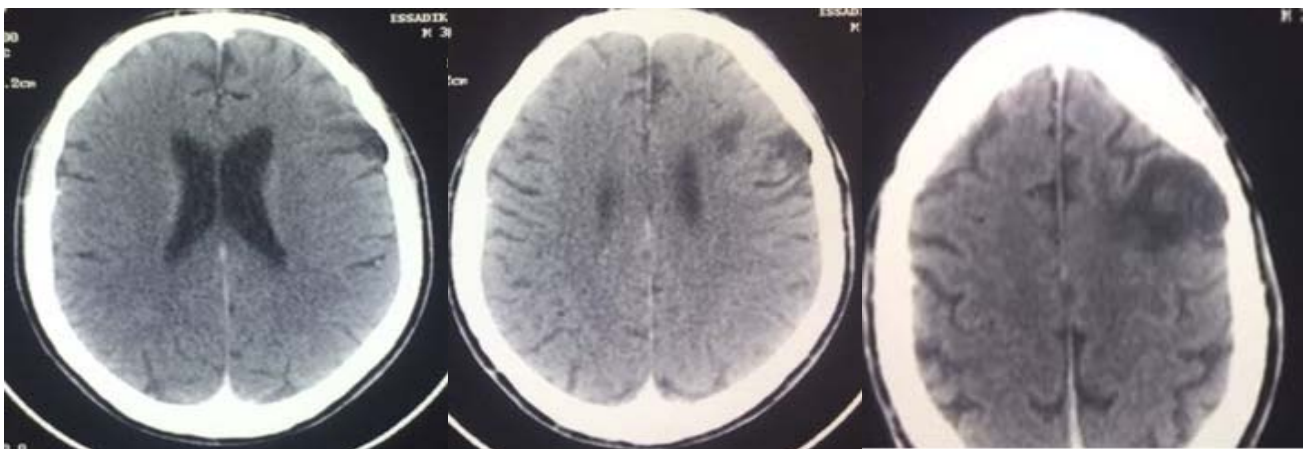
TDM cérébrale en coupes axiales montrant une cavité poroncéphalique temporo-pariétale gauche séquellaire d'un AVCI ancien.
